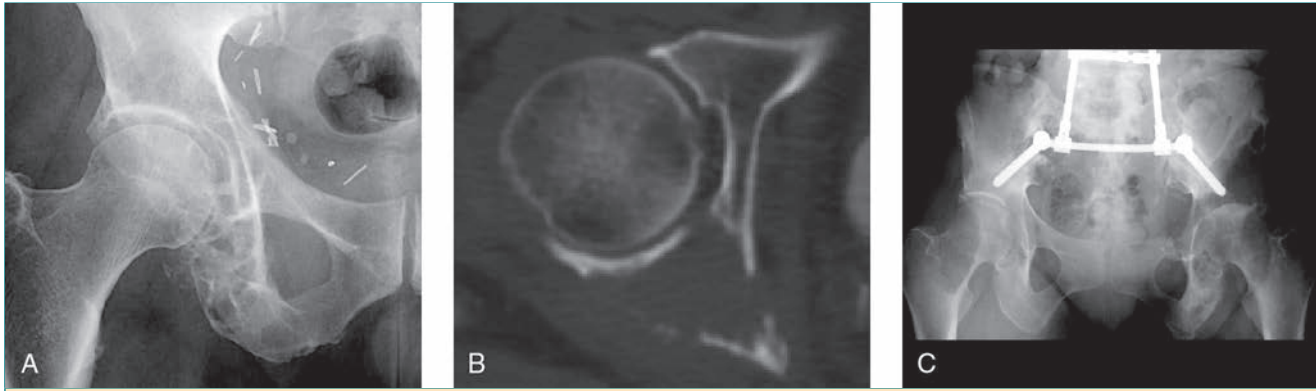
Estudios de imagen en pacientes con metástasis en el acetábulo. A, Radiografía anteroposterior de la pelvis derecha de un varón de 71 años con carcinoma renal metastatizante en isquion y acetábulo derechos. En las radiografías simples no se aprecia bien la afectación acetabular. B, Tomografía computarizada del acetábulo derecho del paciente de la imagen A; se aprecia mejor la destrucción de la pared posterior del acetábulo, lo que hace que el riesgo de fractura con desplazamiento sea inminente. La reconstrucción del acetábulo puede requerir anillo o jaula de refuerzo o una pieza acetabular de tantalio para evitar el hundimiento cuando la enfermedad progresa. C, Radiografía anteroposterior de la pelvis de una mujer de 59 años con cáncer de tiroides ampliamente metastatizado y múltiples enfermedades asociadas en la que se aprecia destrucción del acetábulo izquierdo. Tanto el tratamiento no quirúrgico con inmovilización en silla de ruedas como la intervención de Girdlestone para aliviar el dolor serían opciones razonables.
